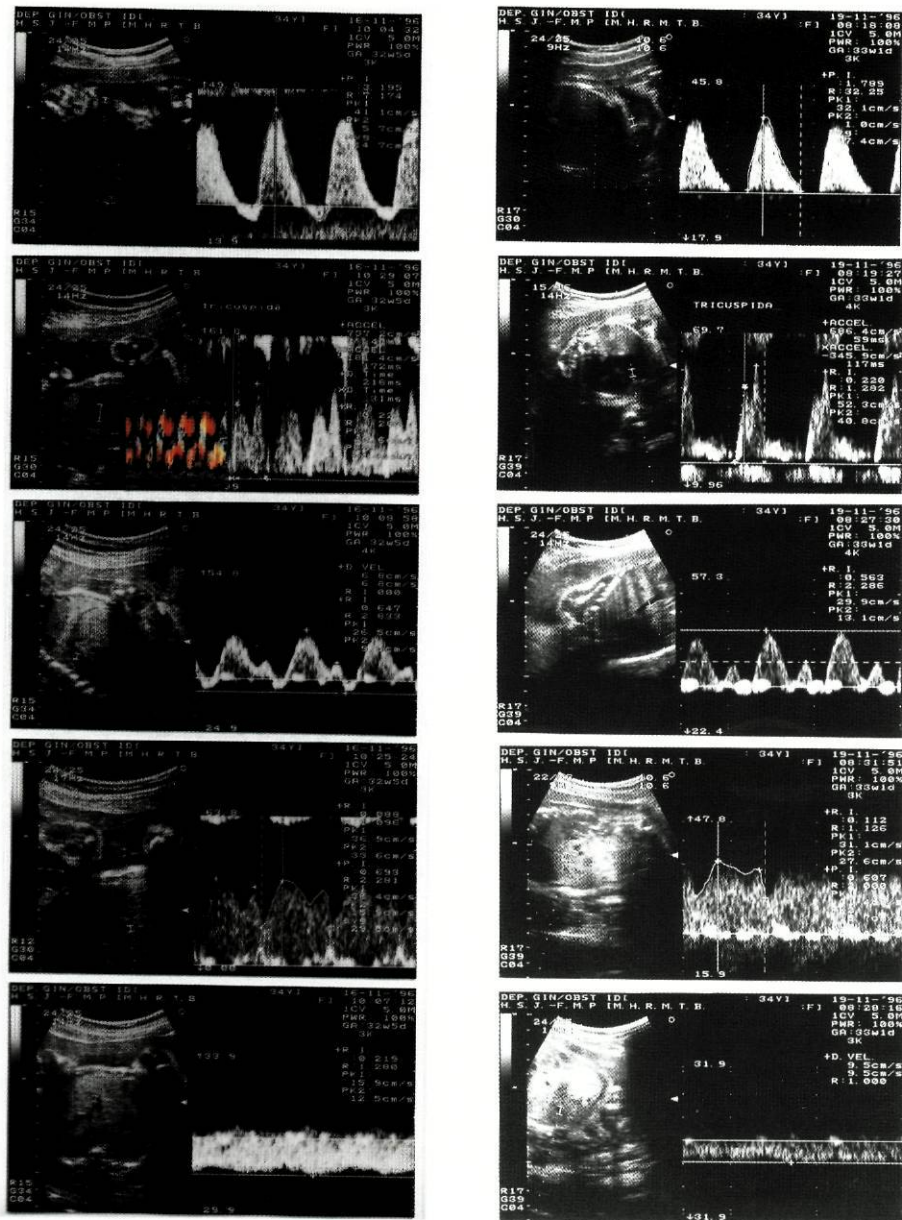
(Caso 3). a) Padrão das ondas de fluxo sanguíneo obtido por Doppler na artéria umbilical (fluxo telediastólico invertido), válvula tricúspida (regurgitação holossistólica), veia cava inferior (padrão normal), ducto venoso (padrão normal) e veia umbilical (padrão normal) às 32 semanas e 5 dias. b) Último exame realizado antes do parto (às 33 semanas e 1 dia) em que se verifica fluxo telediastólico ausente na artéria umbilical, padrão normal do fluxo trans tricúspido e do fluxo na veia cava inferior e veia umbilical. O fluxo no ducto venoso manteve-se normal.
